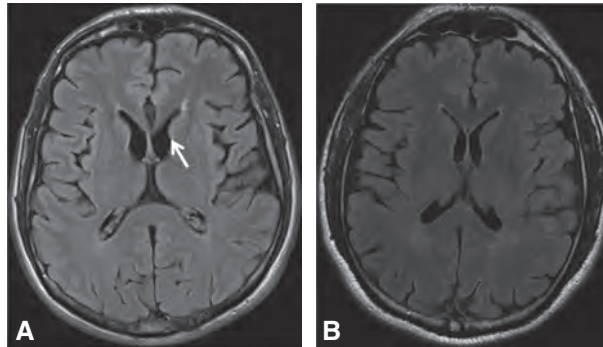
☞ Maladie de Huntington. IRM cérébrale (séquence T2/FLAIR, coupe axiale).
